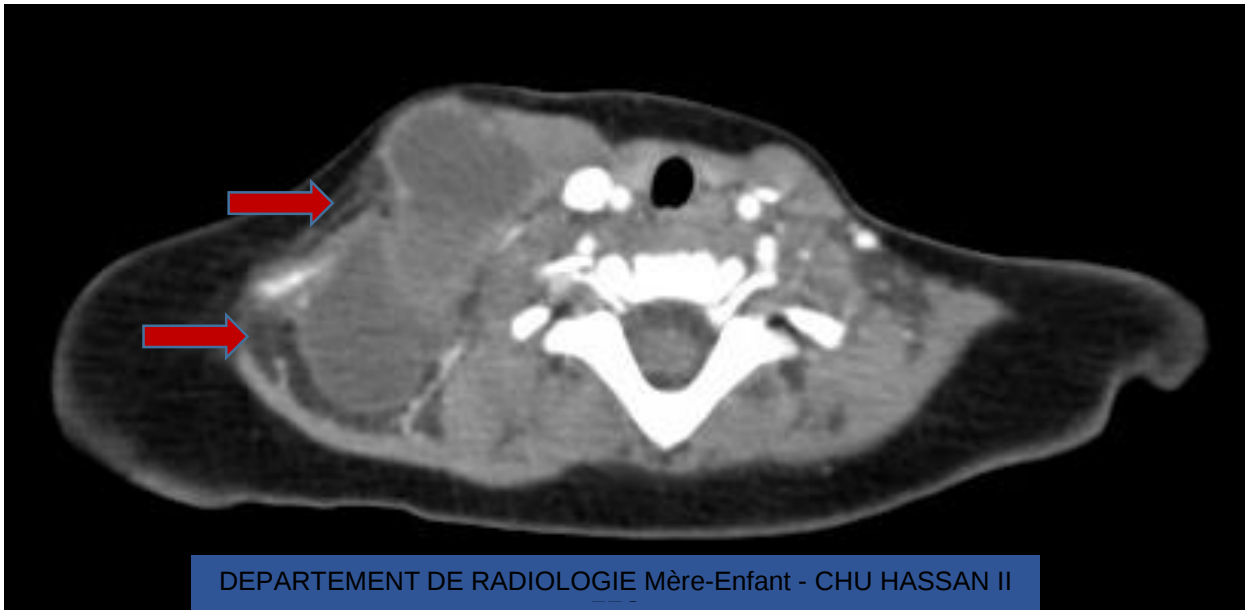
TDM cervicale en coupe axiale après injection de produit de contraste montrant une volumineuse masse kystique latéro-cervicale droite centrée sur la région sus-claviculaire
